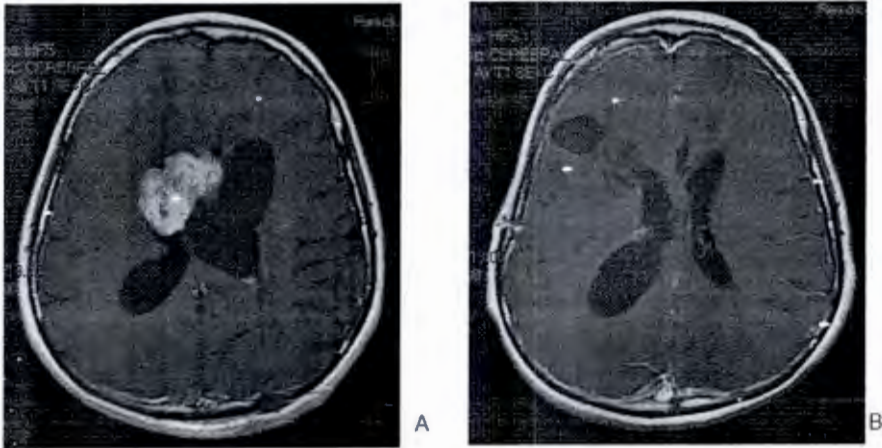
(Caso 7) RMN cerebral corte axial T1 contrastado, se observa lesión subependimaria localizada en la cercanía del agujero de Monro de aspecto multilobulado, con reforzamiento intenso tras la administración de gadolinio, con un diámetro mayor de 41 mm en un plano axial, ocasionando efecto de masa con moldeamiento de las paredes ventriculares y desplazamiento del septum pellucidum a la izquierda (A). Estudio de control posoperatorio, después de 2 meses, con cambios quirúrgicos por craneotomía fronto-parietal temporal derecha asociada a zonas de encefalomalasia quística periventricular y deformidad por retracción del asta frontal del ventrículo lateral derecho, con resección completa de tumoración intraventricular(B).
